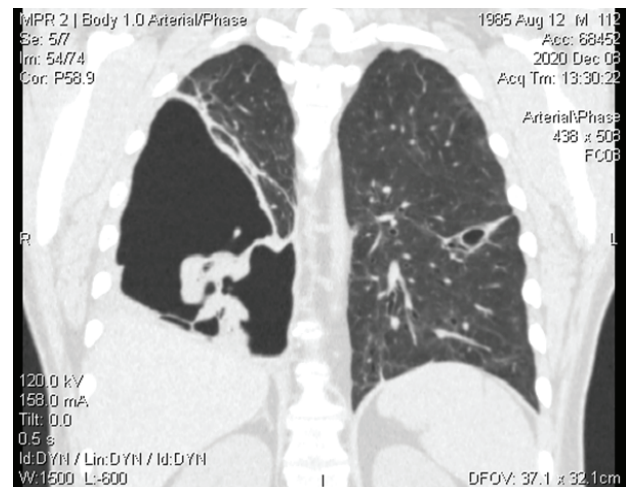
Прямая реконструкция срезов контрольной КТ больного П.
